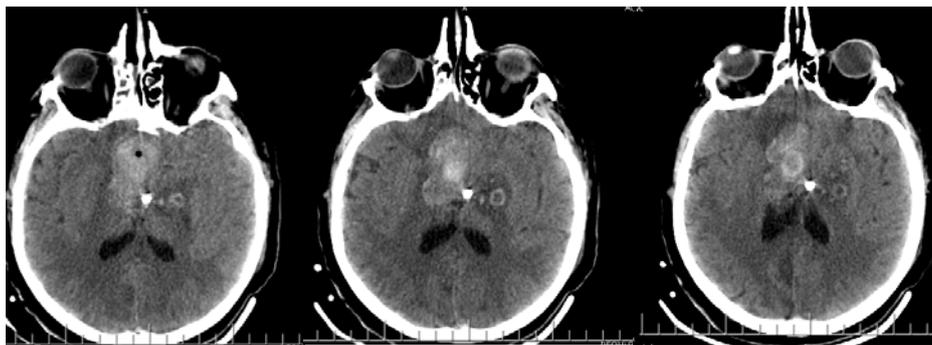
КТ-контроль головного мозга после удаления аденомы гипофиза.
